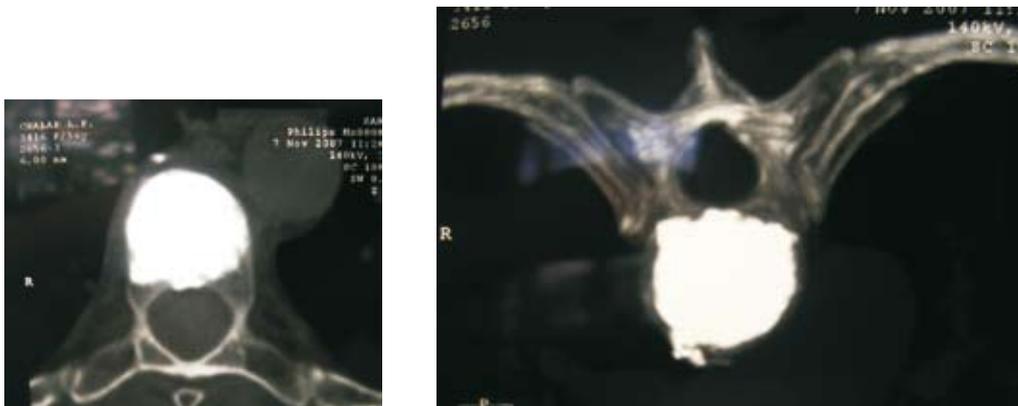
КТ-исследование Th8 позвонка больной Ч. после операции
